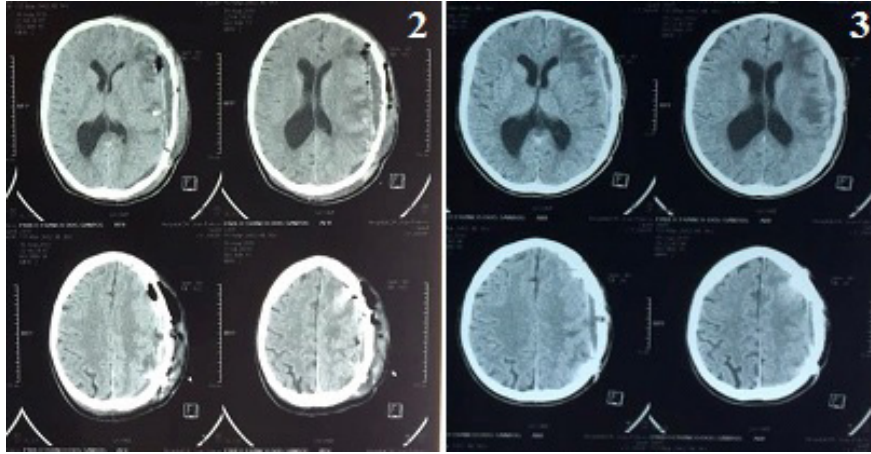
Recidiva do ESD, com necessidade de nova abordagem cirúrgica. Figura 3: TC da alta hospitalar, com coleção residual.
